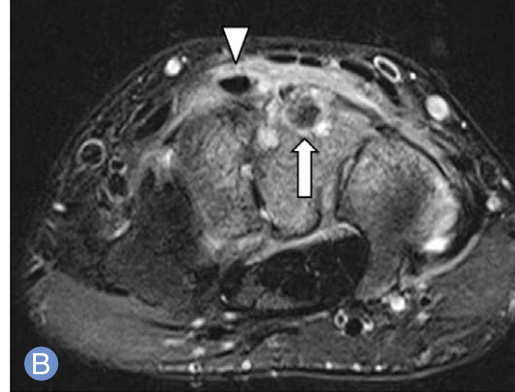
(A) Coronal T1-weighted magnetic resonance image (MRI) of right wrist shows a well circumscribed lesion (arrow) with central low signal in the capitate. MRI conditions were as follows: magnet strength 3.0T, fast spin echo, repetition time 670 msec, echo time 30 msec, field of view 11×11 cm, 2.0 thickness. (B) On axial T2-weighted with fat-suppression MR image obtained at the midcarpal level, this lesion (arrow) shows a hypointense center surrounded by hyperintense rim. There are extensive high signal suggesting bone marrow edema pattern in the remaining capitate, trapezoid and hamate with tenosynovitis of extensor carpi radialis brevis (arrow head). MRI conditions were as follows: magnet strength 3.0T, fast spin echo, repetition time 3,490 msec, echo time 68 msec, field of view 10×10 cm, 3.0 thickness.
